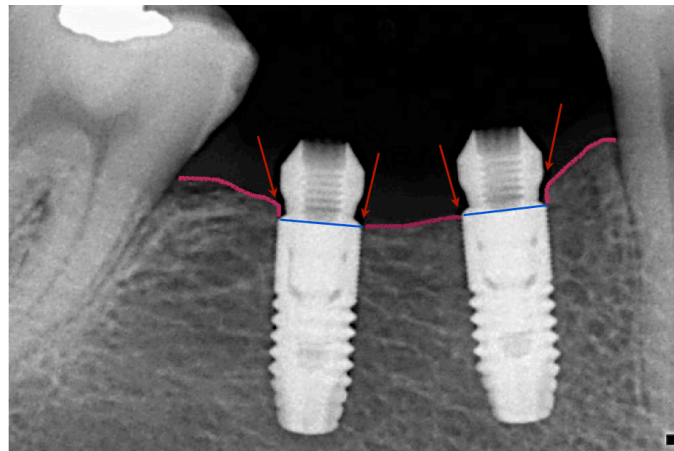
Radiografía periapical en *baseline* representativa de los puntos de medición del nivel óseo periimplantario.
